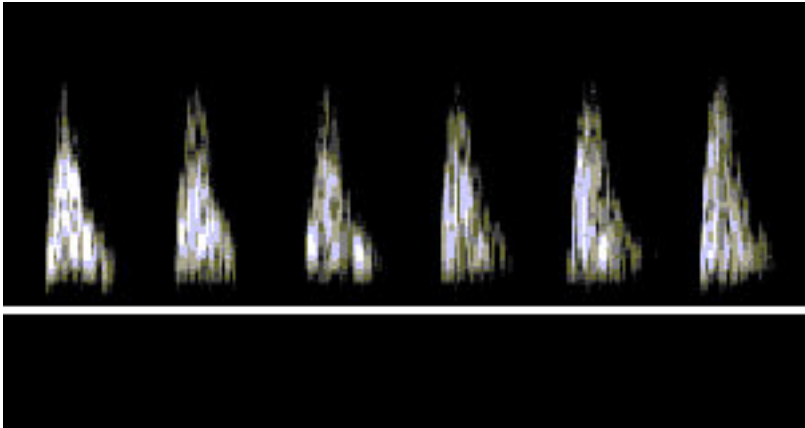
Imagini Doppler anormale pe a. ombilicală: dispariția fluxului diastolic (cazuistica Clinicii de Obstetrică “Dr. I. Cantacuzino”)
